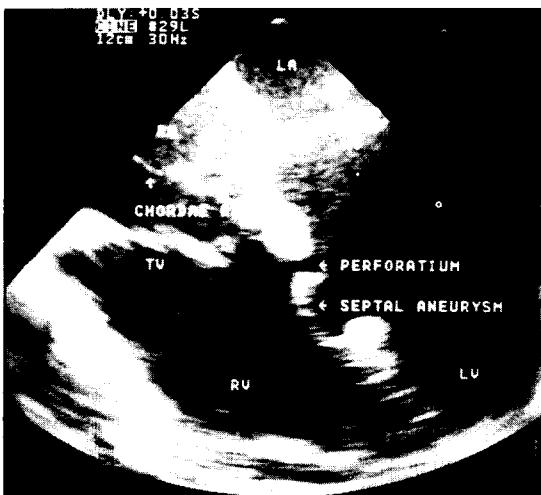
Preoperative echocardiogram, apical four chamber view.
